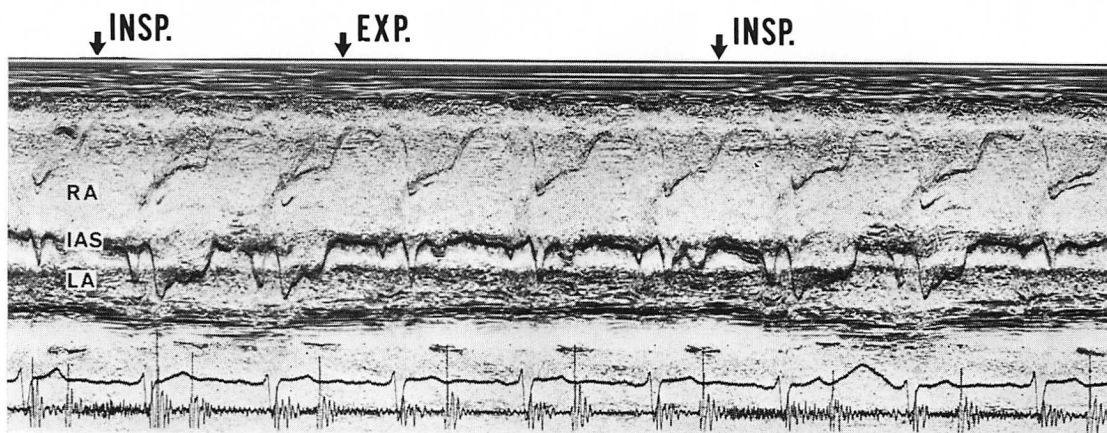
M-mode echocardiogram of the atrial septal aneurysm in the subxiphoid view (Case 1).
